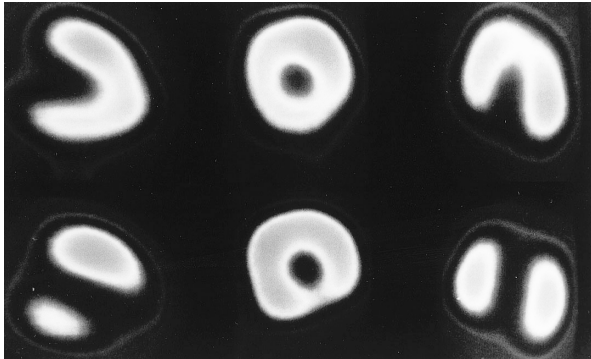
Case 1: Tl and BMIPP myocardial scintigrams obtained 1 month after admission
